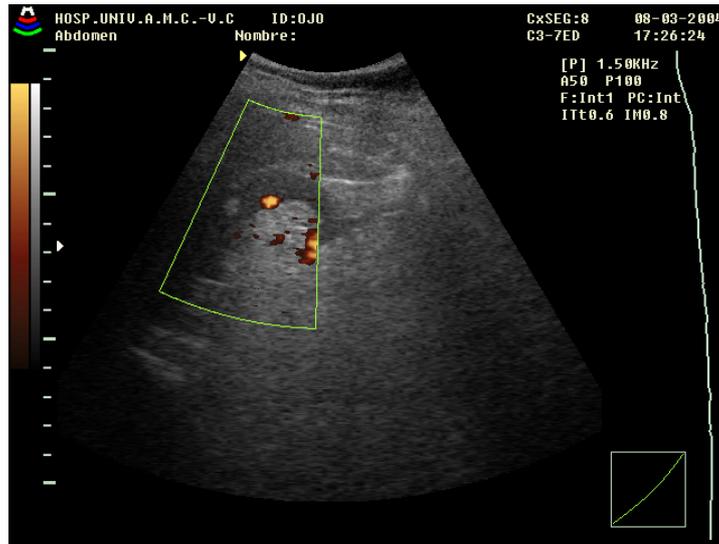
Gran angiomiolipoma en riñón derecho visualizado mediante ultrasonido Doppler.
